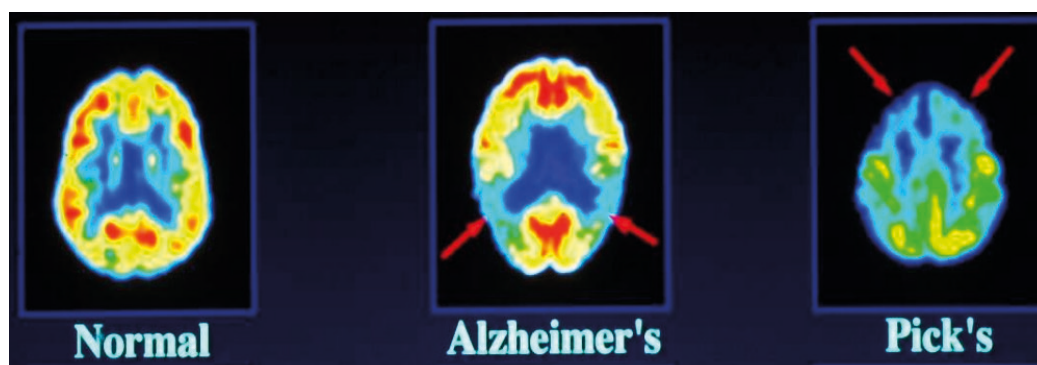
PET TC con FDG normal, EA y DFT.
